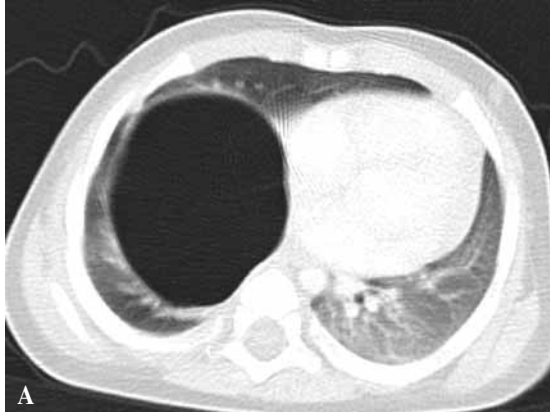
Caso 3: TAC postnatal con gran quiste en hemitórax derecho. Pieza quirúrgica de MAQ con SP extra-lobar asociado.
